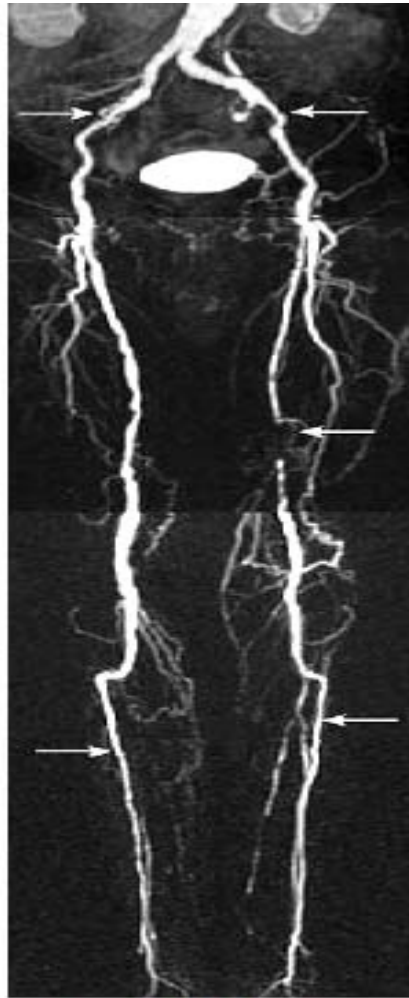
Angiographie par résonance magnétique de l'aorte abdominale et des artères des membres inférieurs jusqu'aux pieds. Occlusion totale de l'artère iliaque primitive gauche. (Angio-IRM faite le 23-09-2010).
